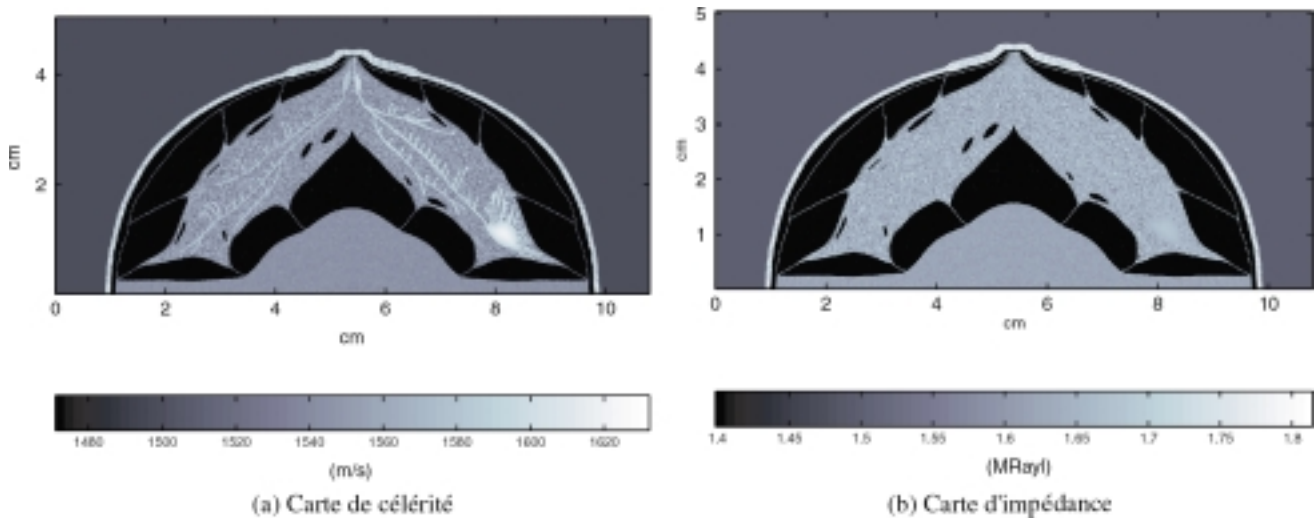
Fantôme numérique de sein pour la tomographie. La patiente est allongée sur le ventre sur un lit d'examen, son sein est immergé dans un bain d'eau.
